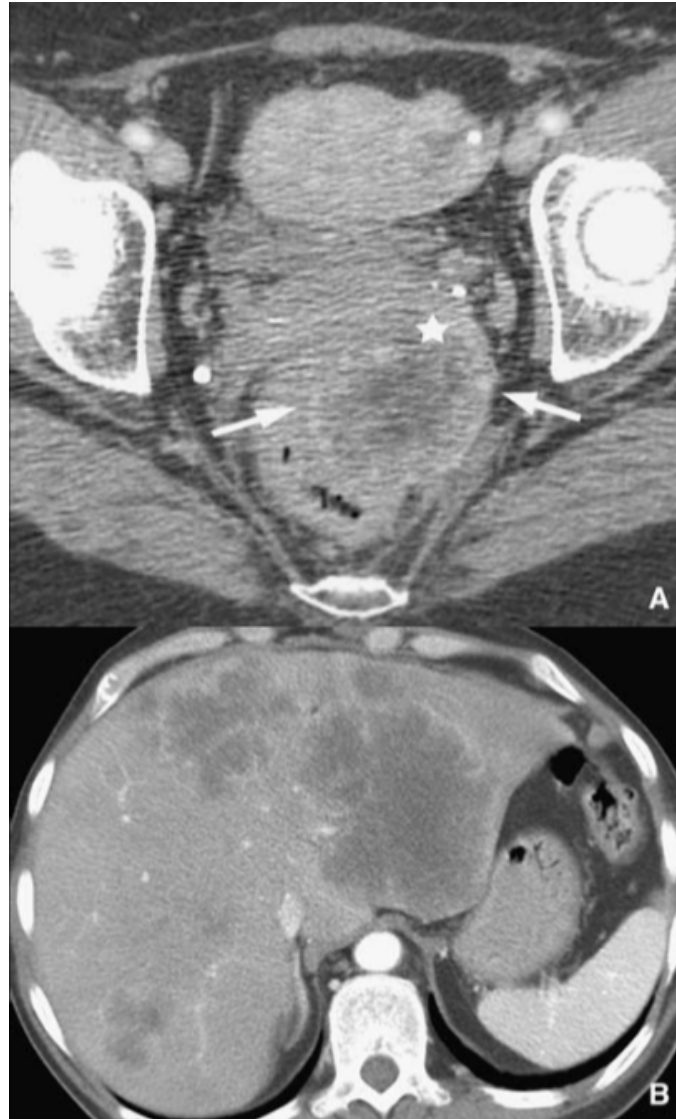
Tumeur classée T4 du rectum. Les coupes tomodensitométriques (TDM) axiales à hauteur du pelvis (A) et de l'abdomen (B) montrent une tumeur des tiers inférieur et moyen du rectum envahissant le vagin (étoile) associée à des métastases hépatiques.
